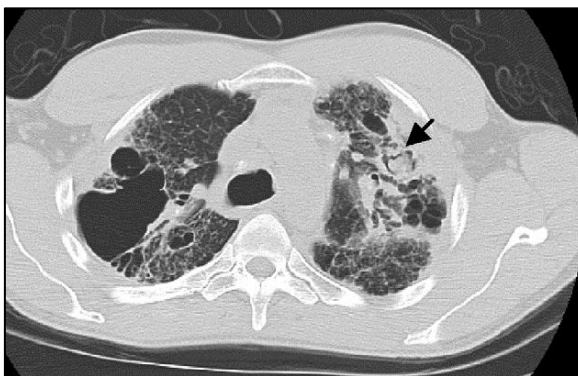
Corte axial de TC torácica obtido num paciente do sexo masculino, 44 anos, afro-americano com história de sarcoidose pulmonar diagnosticada há 10 anos sem seguimento posterior. São visíveis bolhas enfisematosas e quistos aéreos, com fibrose e bronquiectasias nas regiões apicais do pulmão, consistentes com estágio IV. A seta indica um possível aspergiloma. Retirado de *Fuhrer et al* (36).
